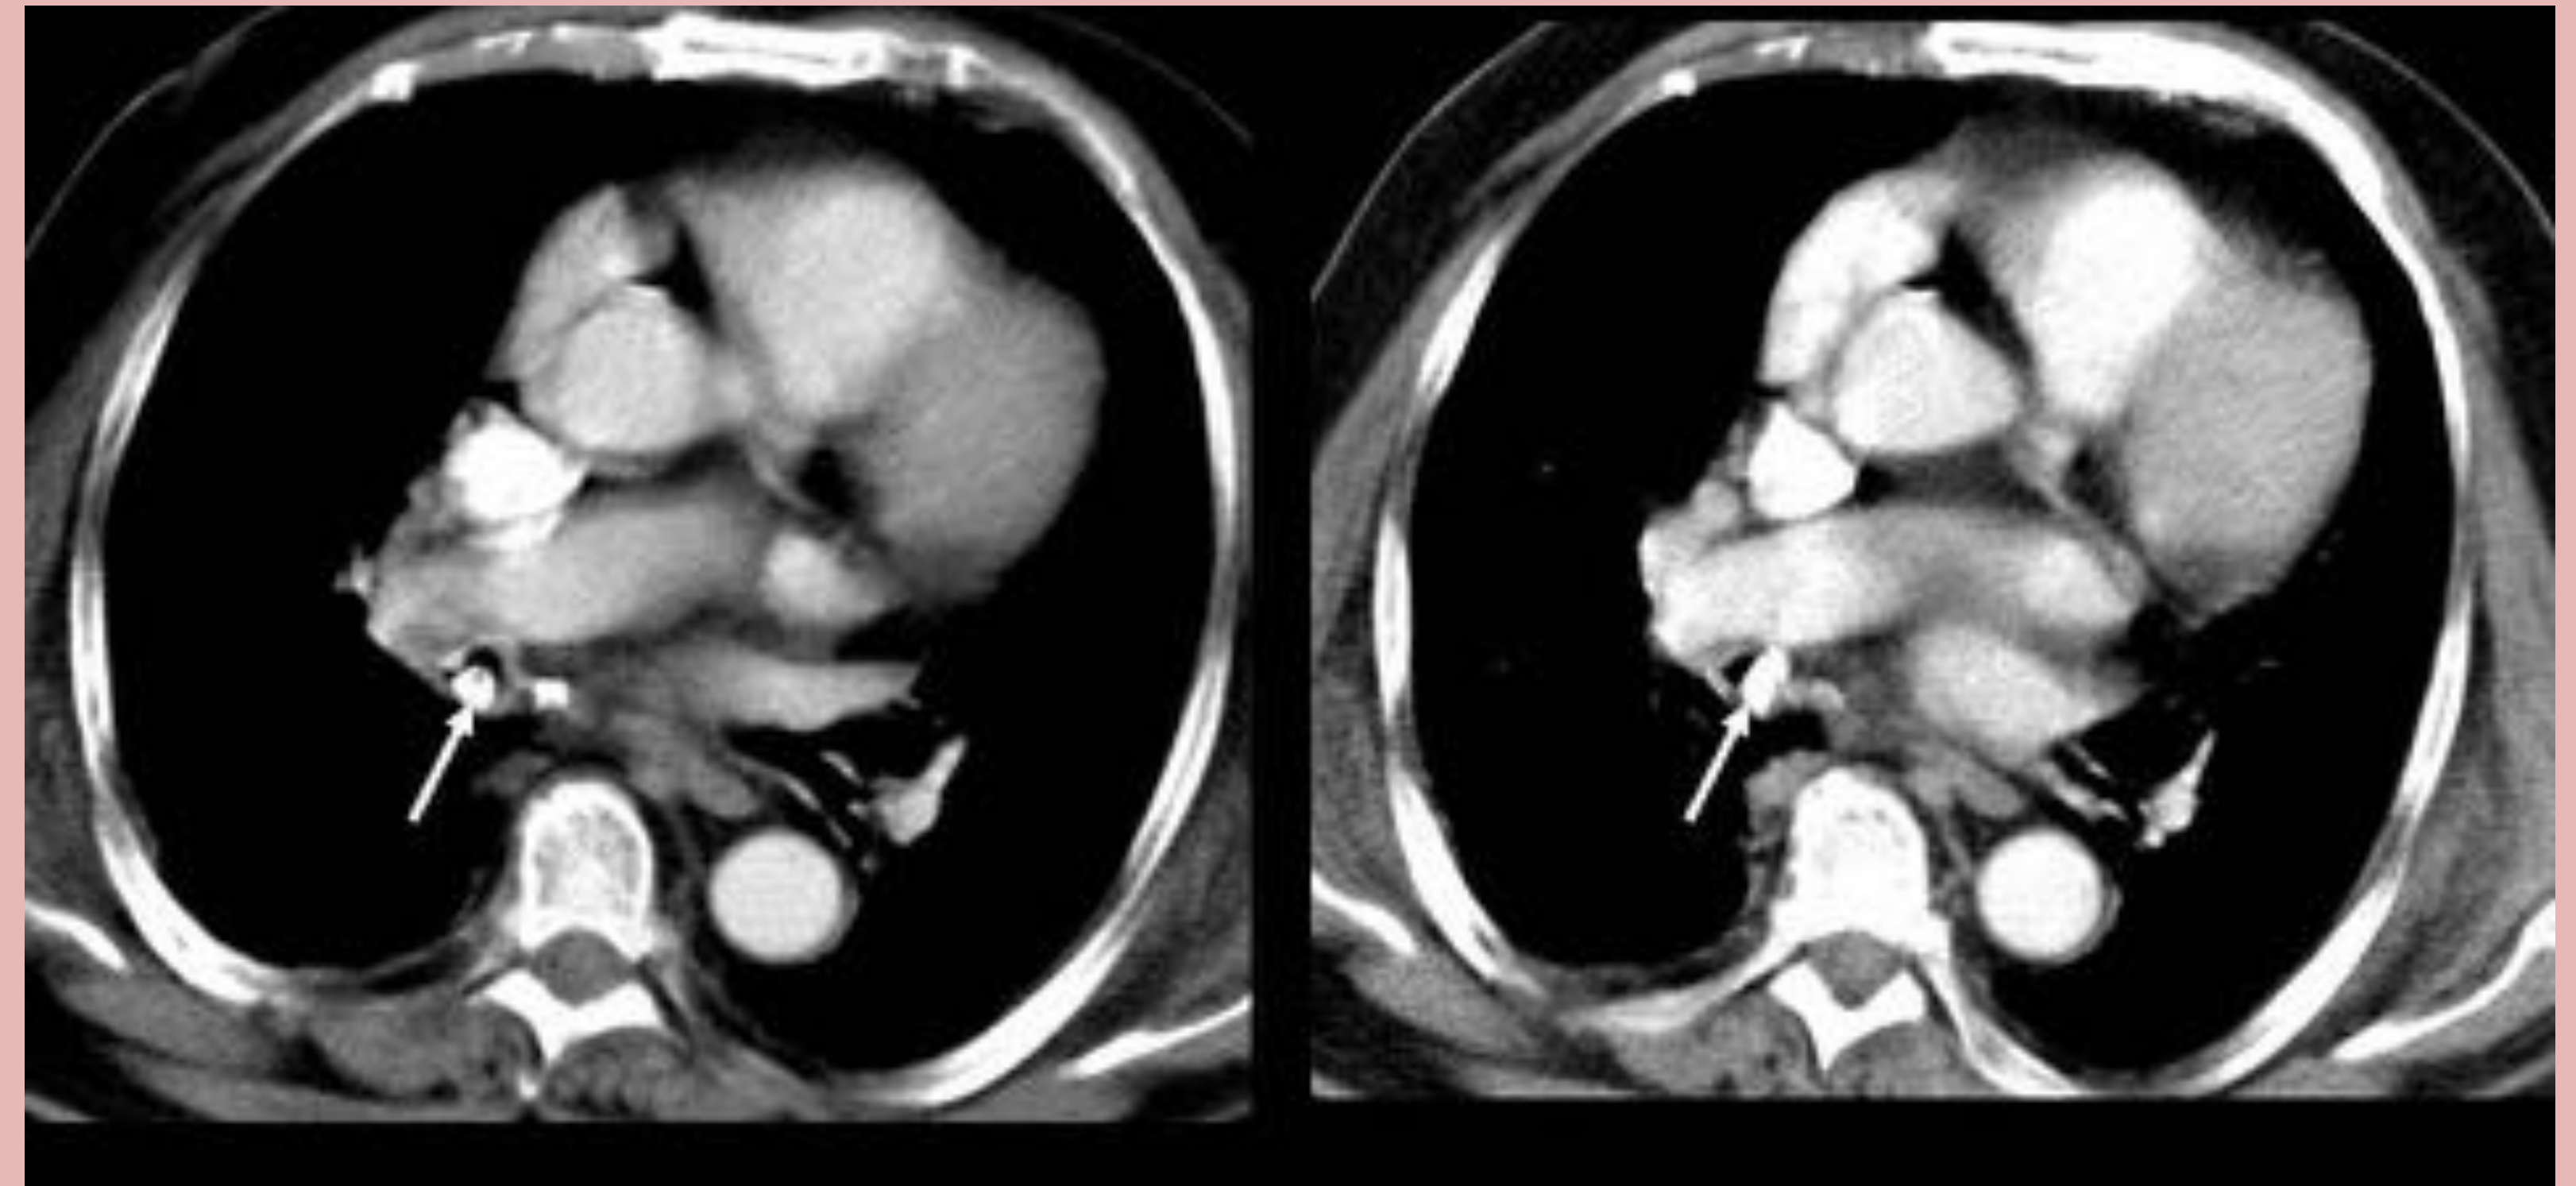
Imágenes axiales de TC con contraste intravenoso en ventana mediastínica. Se observa una ocupación del bronquio intermediario derecho por una calcificación de 1.1 cm amorfa (flecha) en paciente con antecedente de aspiración, por lo que es compatible con cuerpo extraño. Otra posibilidad, dada la presencia de un ganglio subcarinal calcificado, es que se trate de un broncolito. Tanto los bronquios de la pirámide basal como el bronquio del LM están parcialmente ocupados por material de baja densidad compatible con restos de moco. La broncoscopia confirmó que se trataba de un hueso de pollo.
